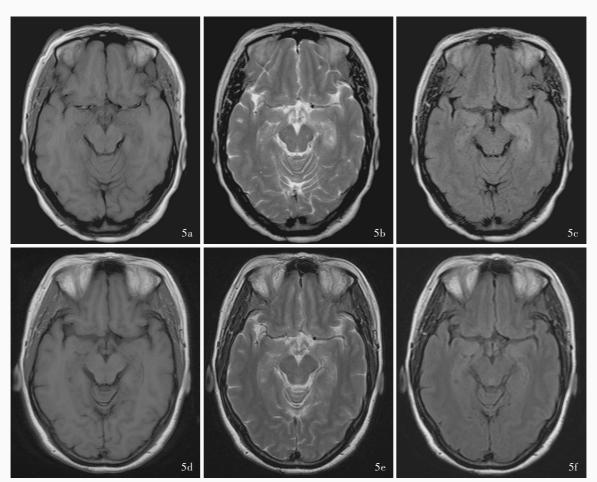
头部MRI检查所见 5a 人院时横断面 T_tWI 显示双侧海马体积缩小,呈稍低信号 5b 人院时横断面 T_tWI 显示双侧海马体积缩小,呈稍高信号 5c 人院时横断面 F_tLAIR 成像显示双侧海马体积缩小,呈异常稍高信号 5d 治疗 1 个月后横断面 T_tWI 可见双侧海马呈稍低或等信号影,较人院时减轻 5e 治疗 1 个月后横断面 T_tWI 可见双侧海马呈稍高信号影,信号强度较入院时减低 5f 治疗 1 个月后横断面 1 下上AIR 成像显示双侧海马异常信号范围较入院时缩小,信号强度减低
